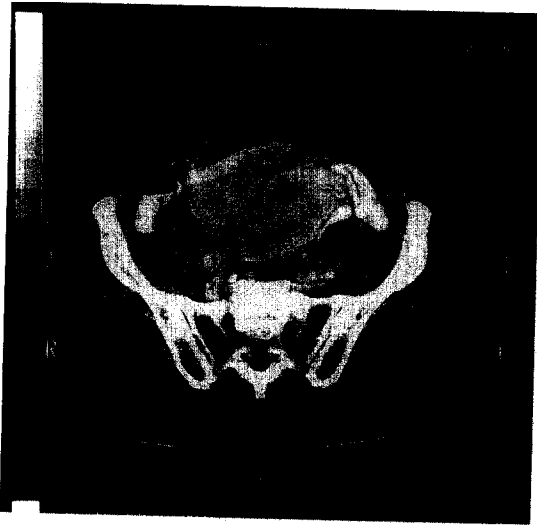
Pelvic CT shows about $10 \times 7 \times 8$ cm sized ill defined mass which is enhanced heterogeneously by contrast media in supravescical area.
